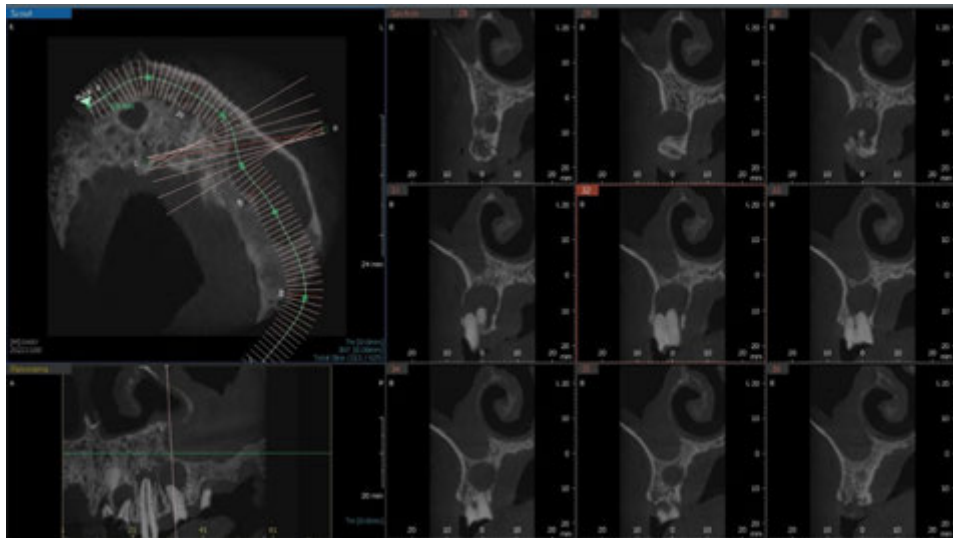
Gjetja radiografike CBCT 3D
